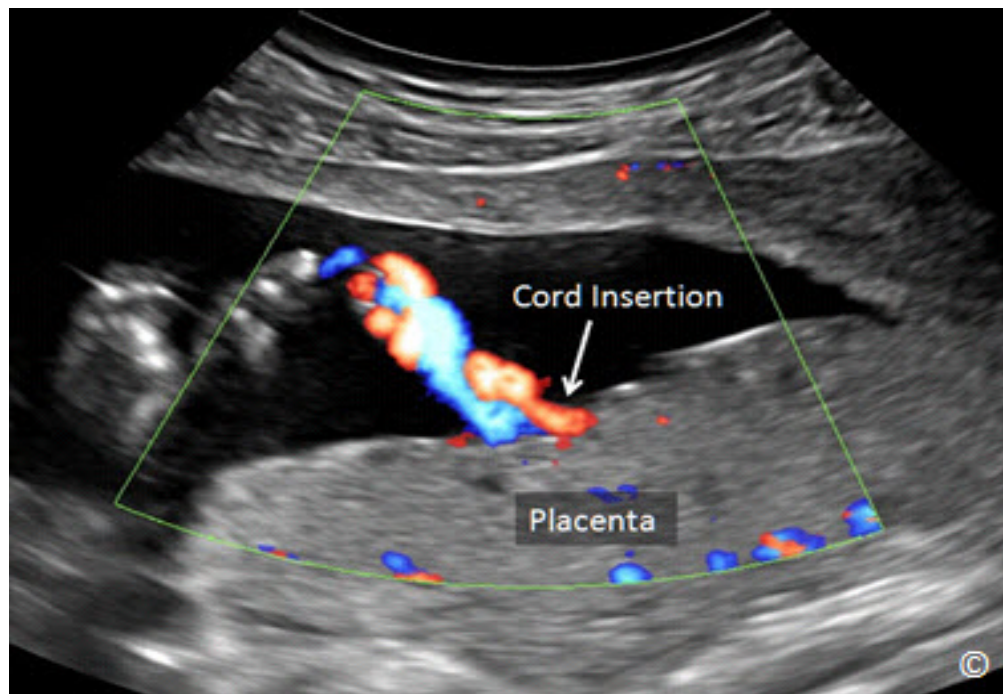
El Modo de Color Doppler de la inserción del cordón umbilical en una placenta posterior. La sangre en la vena umbilical es de color rojo (hacia el transductor) y la sangre en las arterias umbilicales es de color azul (distancia desde el transductor).
